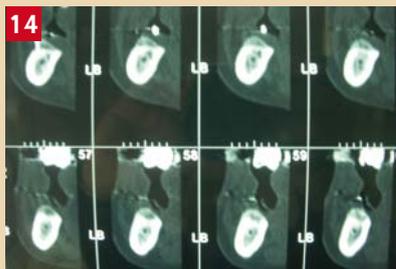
coupe TDM mettant en évidence le nouveau volume osseux insuffisant dans le secteur mandibulaire droit
